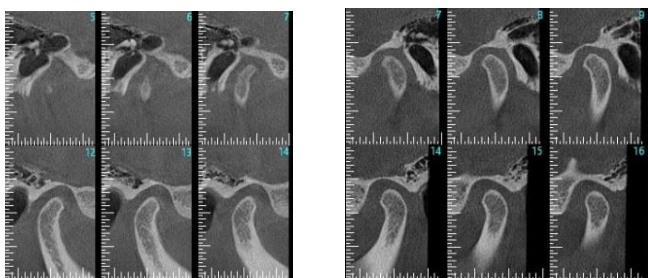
Exame realizado em tomógrafo cone beam de alta resolução (Morita X800) e edição de imagens feitas com cortes de 1 mm de espessura da paciente P.S.F. em 20/10/2020.
